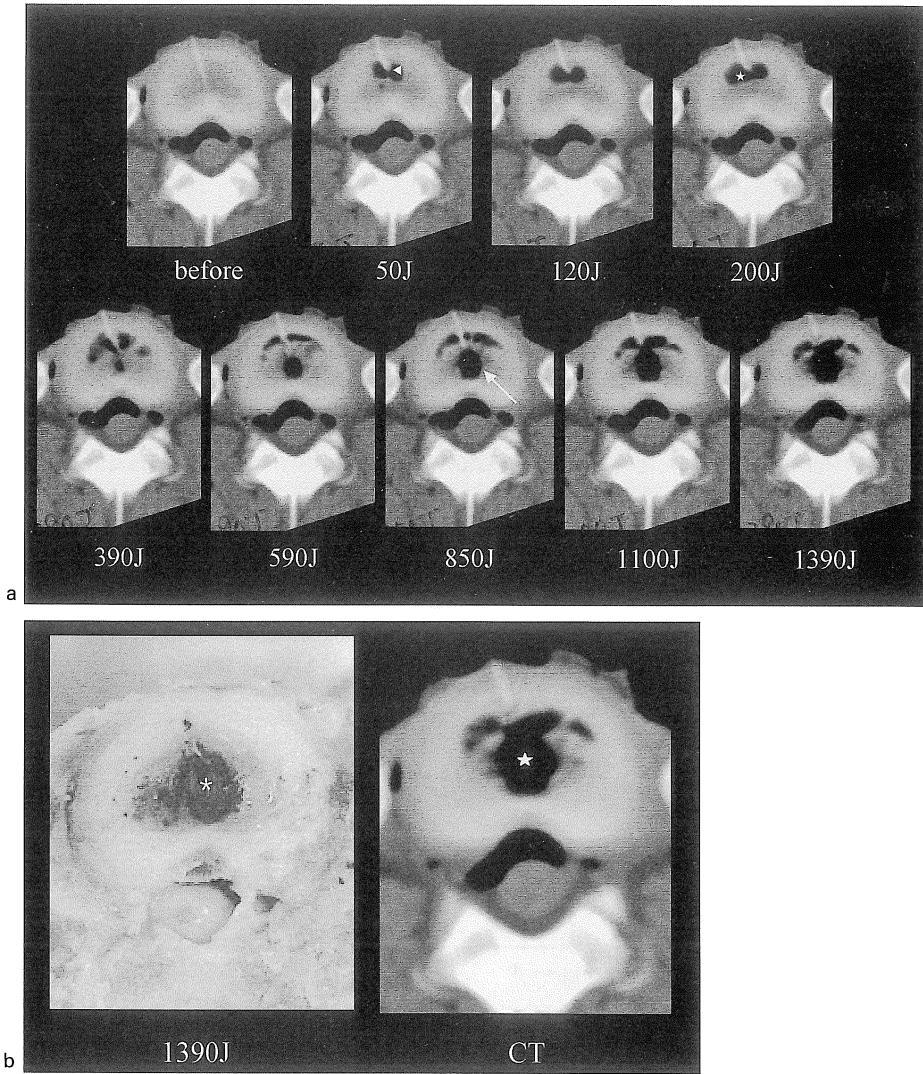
a) A Series of CT images during disk ablation. Air density area (☆) was observed adjacent to needle (arrow head) after 50 J ablation. At 390 J image, low density area (arrow) newly observed at tip of laser fiber. These areas were increased in proportion to the increase of the laser dosage.
